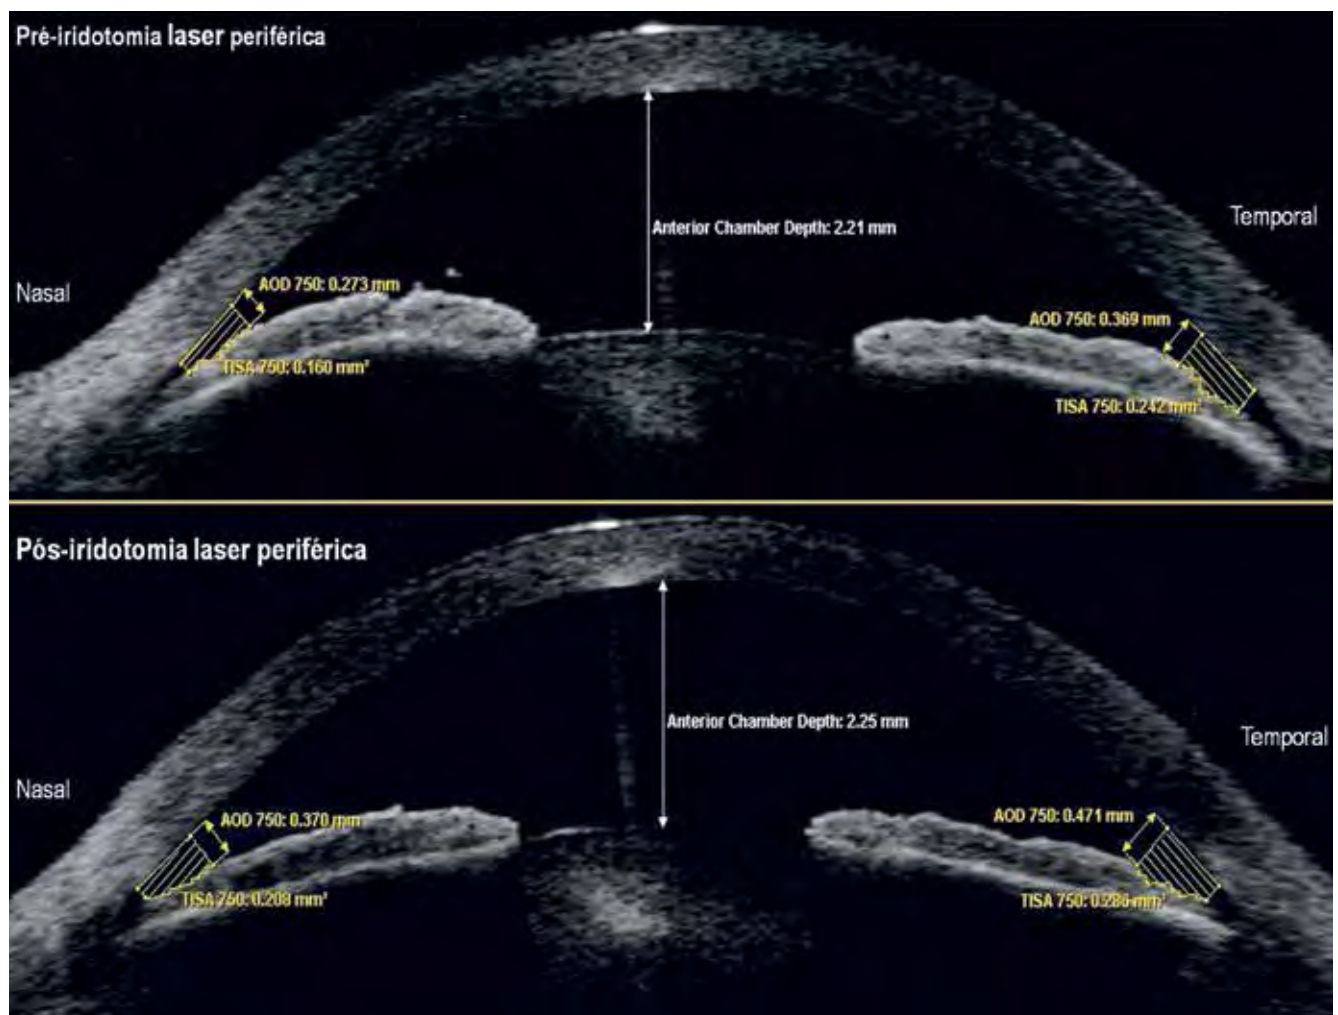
Alteração morfológicas na câmara anterior por tomografia de coerência óptica de segmento anterior após iridotomia laser periférica.
